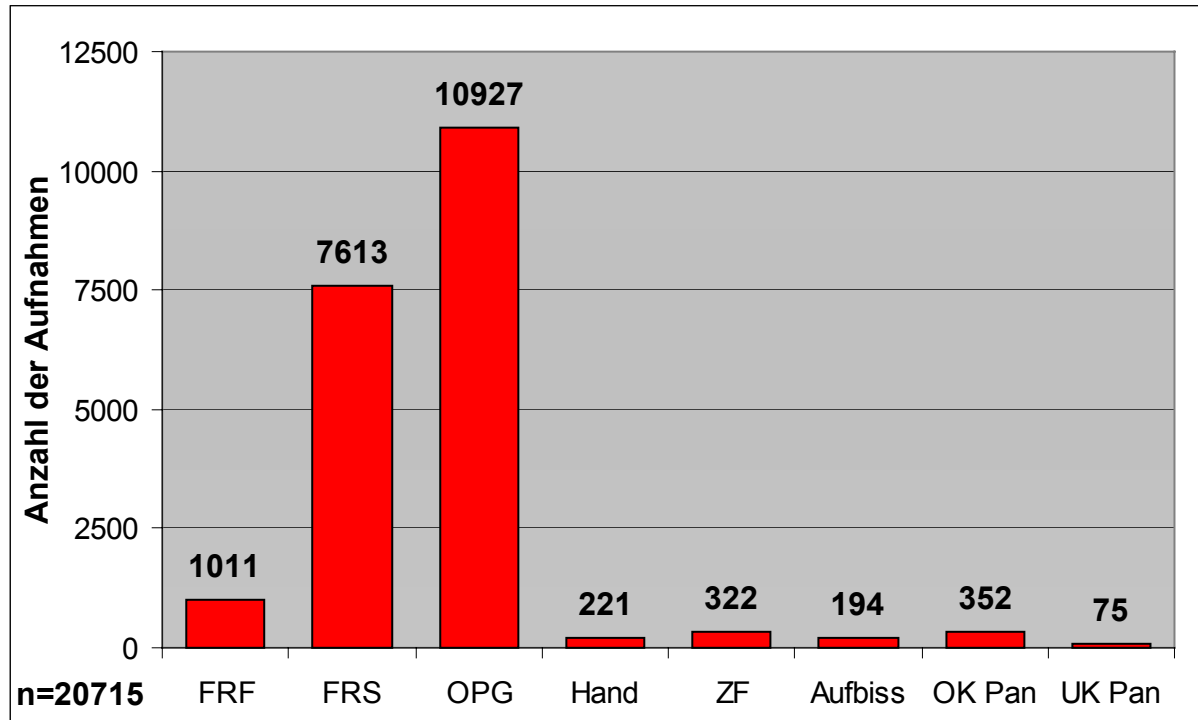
Absolute Anzahl der einzelnen Röntgenaufnahme-Typen 1993 – 2001
